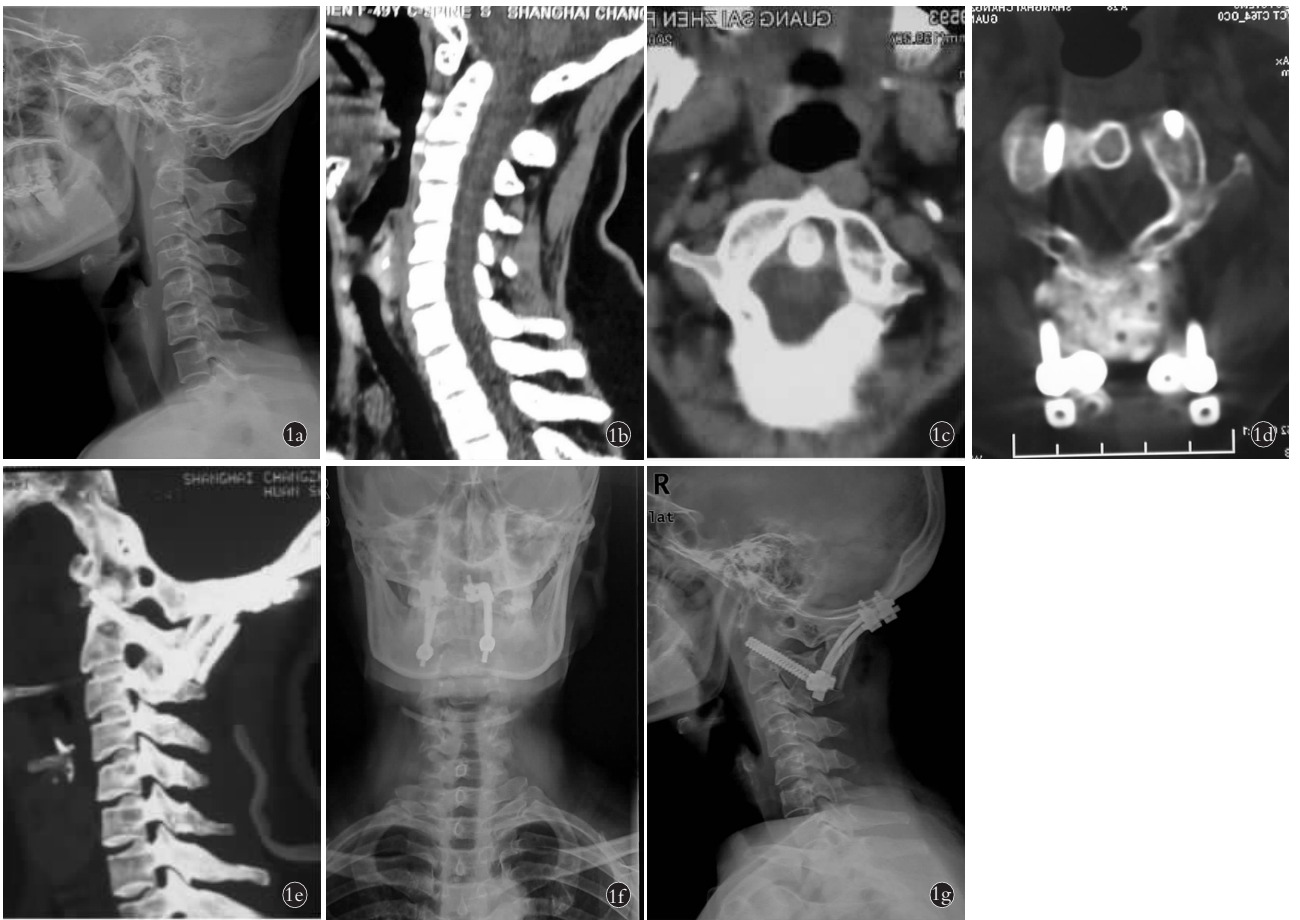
患者,女,49 岁,枕颈部畸形,行颈后路复位减压短节段枕颈椎骨内固定术 1a,1b,1c.术前侧位 X 线片、CT 侧位及横断位片提示枕颈部畸形,C₁、C₂半脱位 1d,1e.术后 CT 三维重建示内固定位置满意 1f,1g.术后正侧位 X 线片示寰枢椎脱位复位满意
